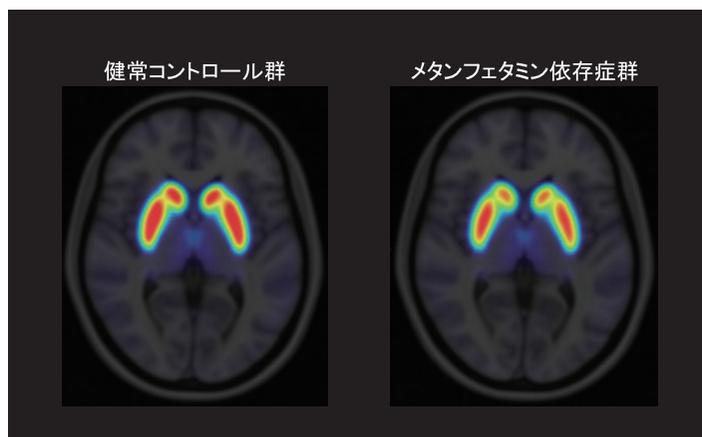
健常者23名とメタンフェタミン依存症患者21名のドーパミンD2型受容体PET([¹⁸F] fallyrpride)の平均画像。線条体の赤く光る領域が、メタンフェタミン依存症群の者で一回り小さいのがわかる。
